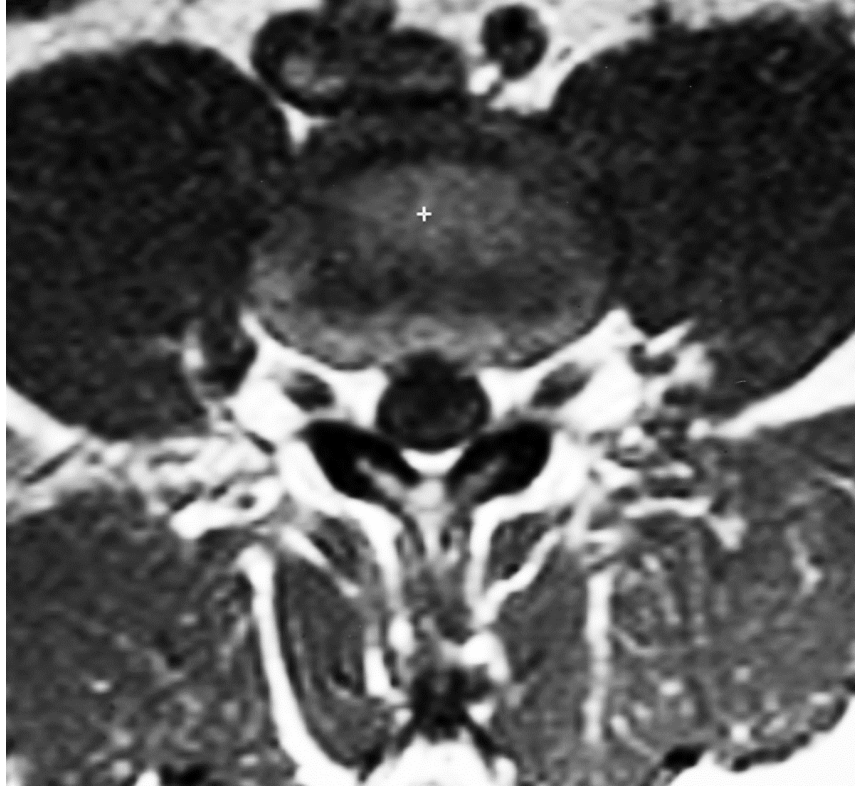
Resonancia magnética nuclear de la región lumbar. Sección transversal.
